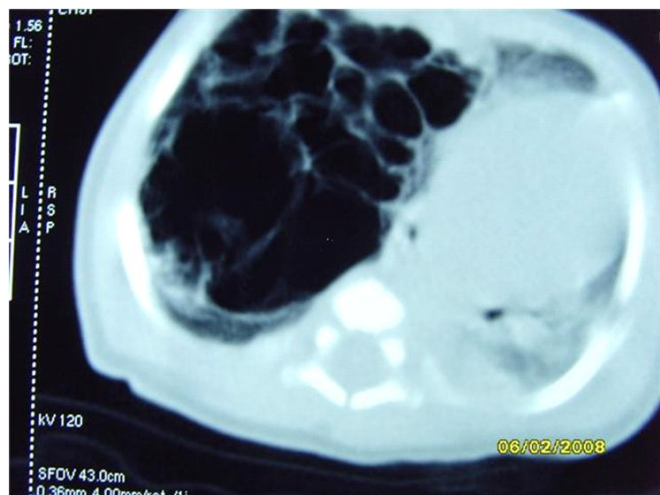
TAC de Tórax que muestra las lesiones quísticas en el pulmón.
